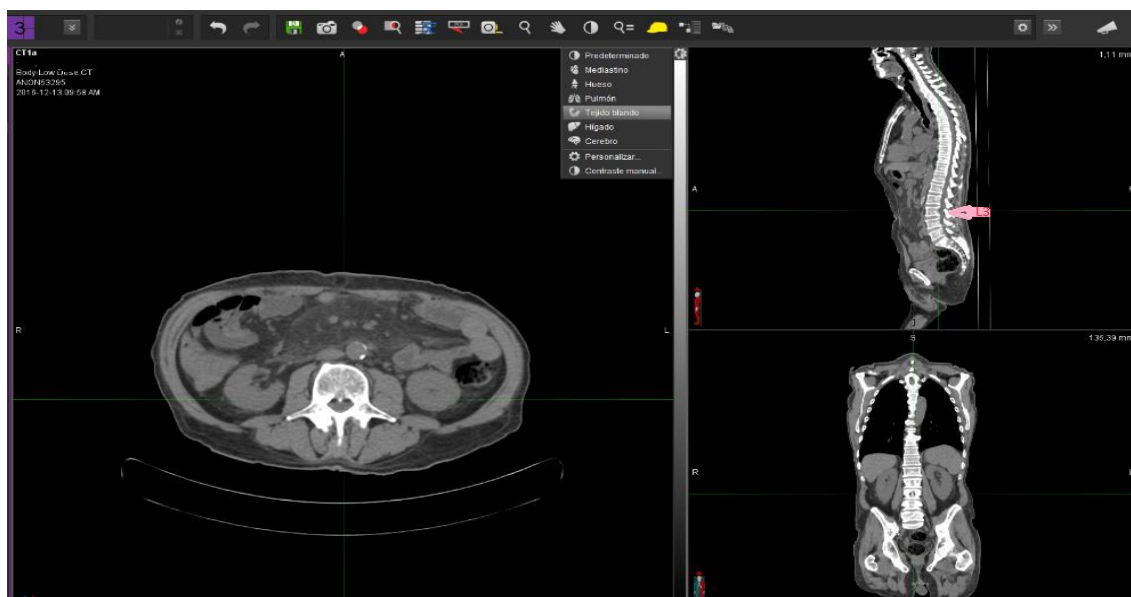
Determinación de la vértebra L3. La masa muscular se calculó a través de un corte aislado de TC en tercera vértebra lumbar (L3). La imagen elegida fue aquella con ambos ápices vertebrales claramente visibles, que normalmente coincide justo a mitad de la vértebra.
